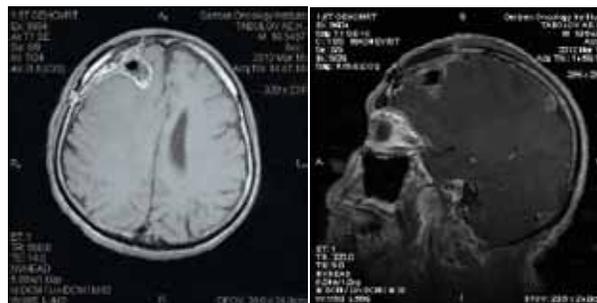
Контрольная МРТ головного мозга в Т1-режиме с контрастным усилением, аксиальная проекция (16.03.12) – опухоль правой лобной доли удалена, данных за ишемические и геморрагические осложнения нет
